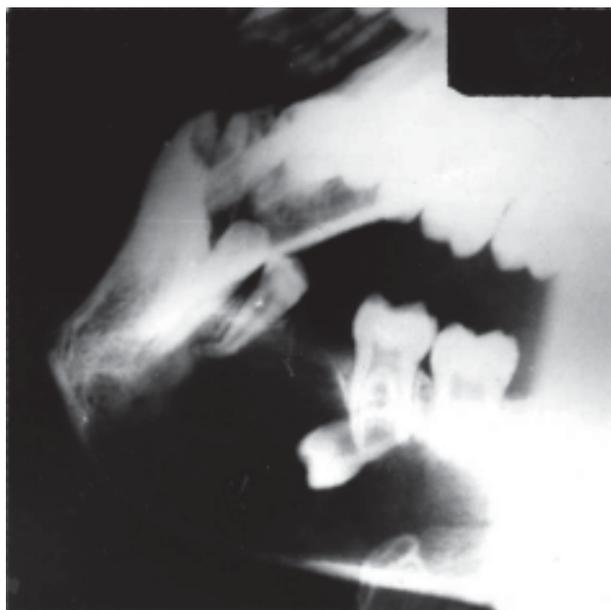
Рентгенограмма боковой проекции нижней челюсти б-го Ш., 11 лет. Диагноз: зубосодержащая киста нижней челюсти.
